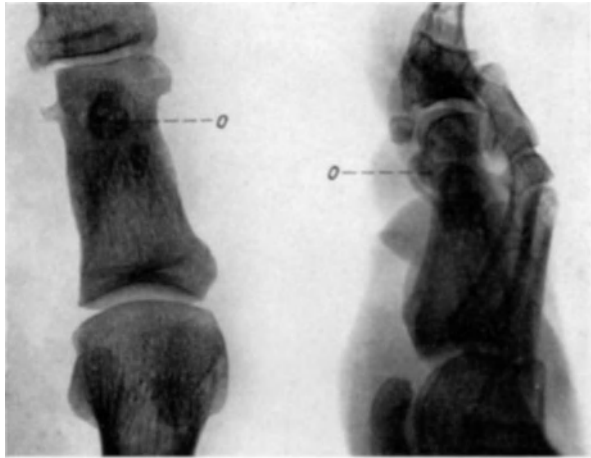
a und b. Osteom der proximalen Großzehenphalanx (O). (Gießen, J.N. 342/35, 43jähr. Mann.) Röntgenbilder mit den Ansichten von oben und von der Seite. (Die Röntgenaufnahmen verdanke ich Herrn PITZEN-Gießen.)
